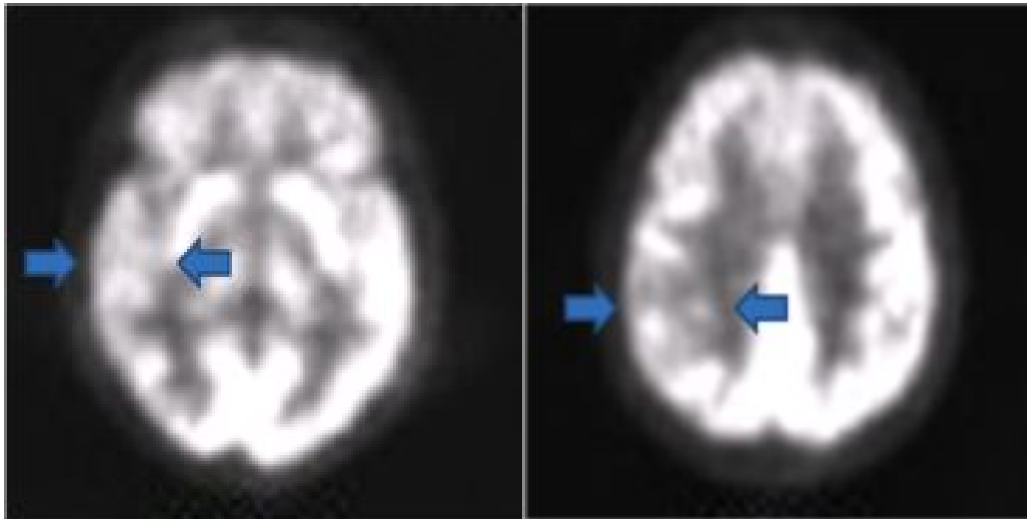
The patient's brain PET imaging revealed that glucose metabolism decreased diffusely in right temporal and parietal lobe.
